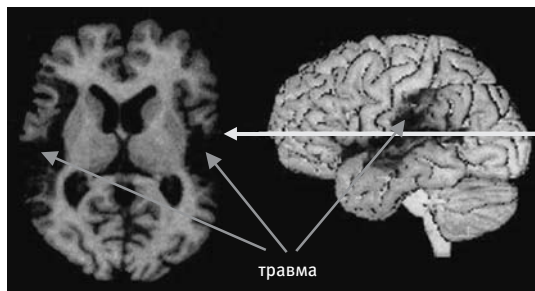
п.з. Пример МРТ-скана, позволяющего выявить повреждение мозга
